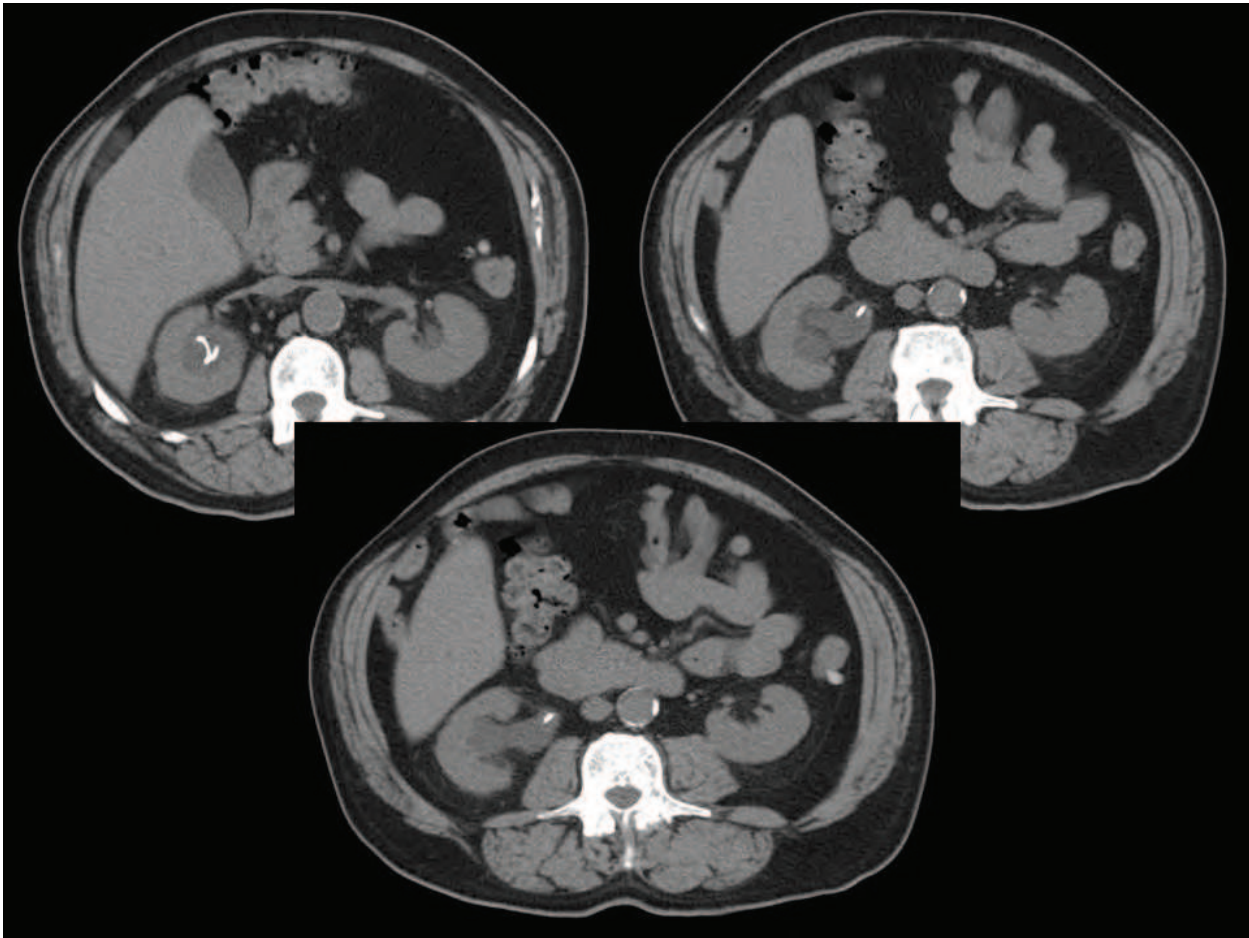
TAC abdominopélvico en el que se observa el catéter doble jota tras pielografía ascendente y ureteroscopia sin imágenes compatibles con litiasis.
